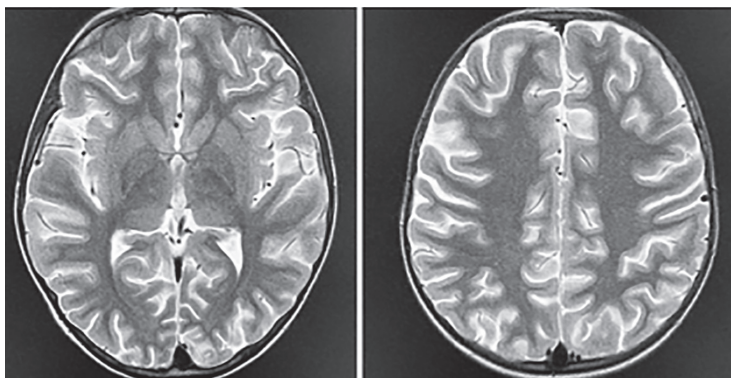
Пациентка У, 5 лет. На серии МРТ головного мозга в режиме T2 взвешенном изображении определяется повышение МР-сигнала от субкортикального белого вещества затылочной и теменной долей слева
